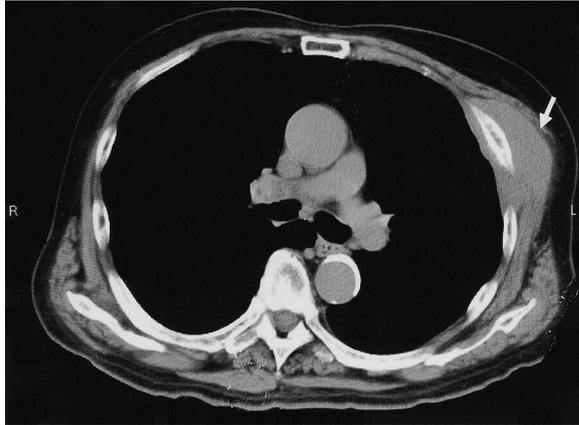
Computerised tomography revealed soft tissue mass in the chest wall.
